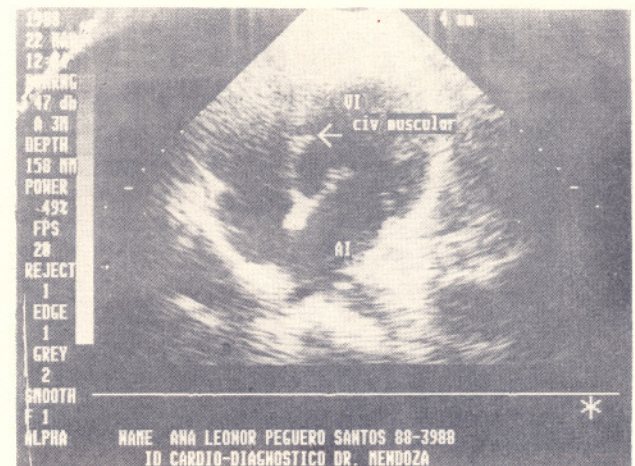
Ecocardiograma bidimensional en posición 4 cámaras apical, en el caso de una comunicación interventricular (CIV) tipo muscular
